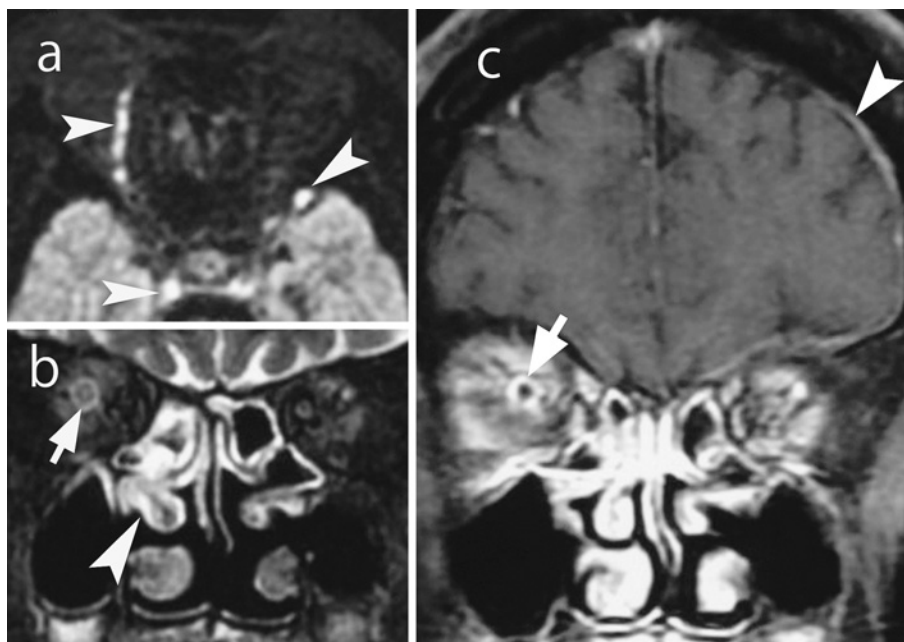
Cranial MRI on admission.
